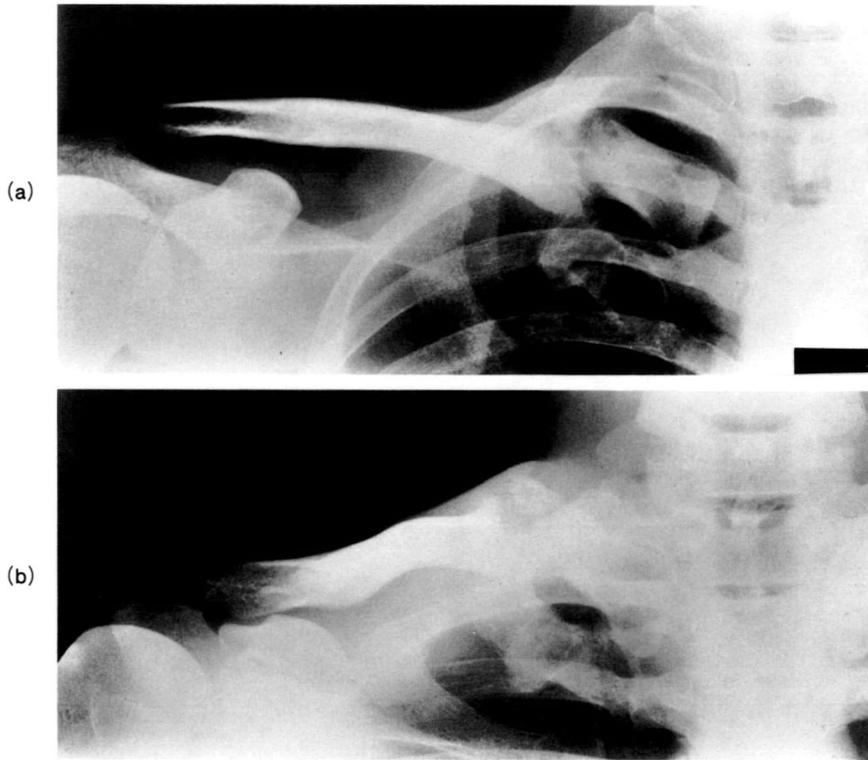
a. 2 b : X-ray of the clavicle demonstrates pseudoarthrosis.
